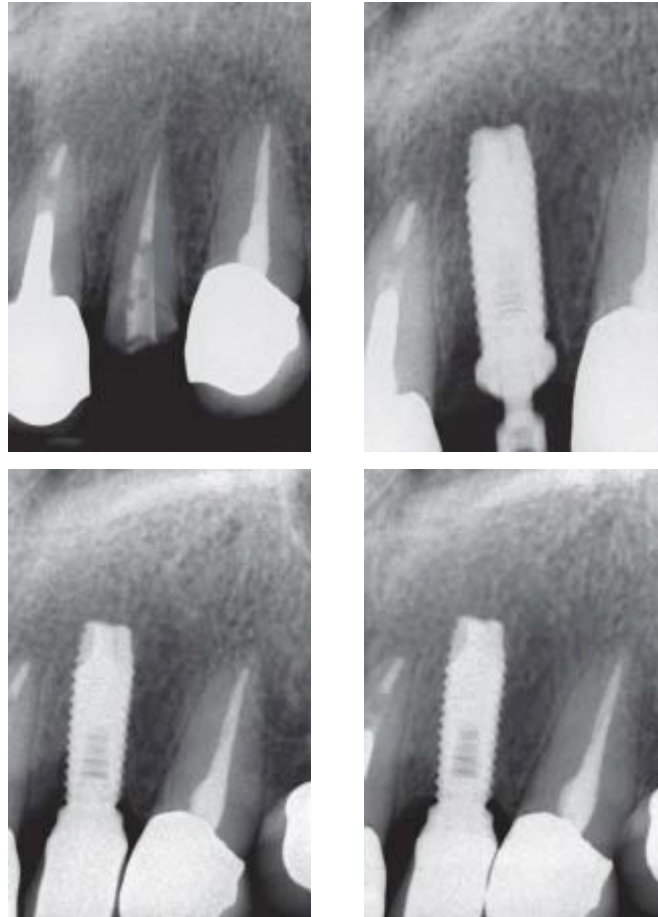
Radiografia Periapical de Incisivo Lateral Superior com disponibilidade óssea acima do ápice para o travamento do implante.
